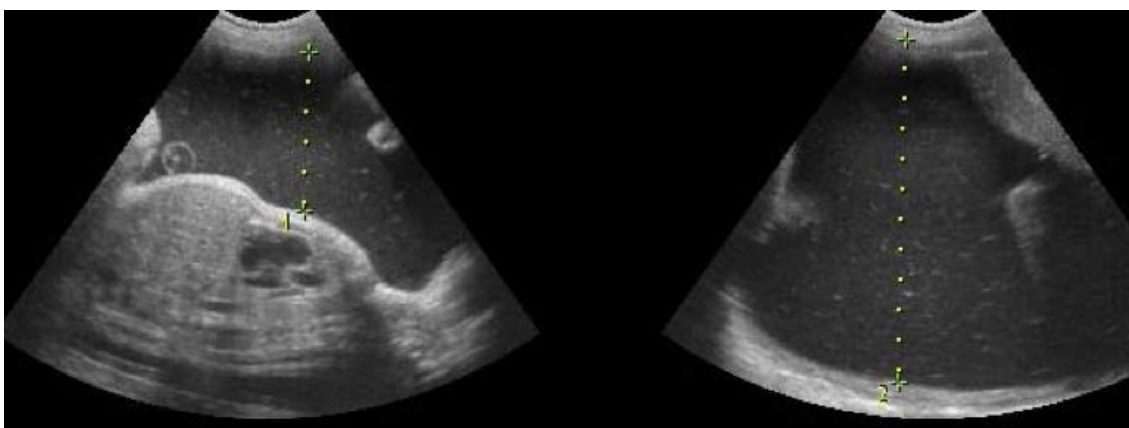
USG pré-natal com polidramnia. Fonte: Imagem cedida pelo Dr. Paulo Roberto Boëchat.
